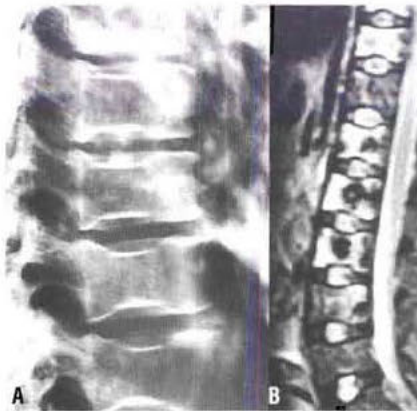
Drépanocytose. (A) Le cliché standard du rachis montre des encoches à bords nets des plateaux vertébraux, qui sont secondaires à des infarctus de la partie centrale des corps vertébraux. La périphérie des corps vertébraux a cependant une croissance normale, car sa vascularisation est assurée par des vaisseaux perforants. (B) IRM du rachis montrant les infarctus centraux de bas signal.
